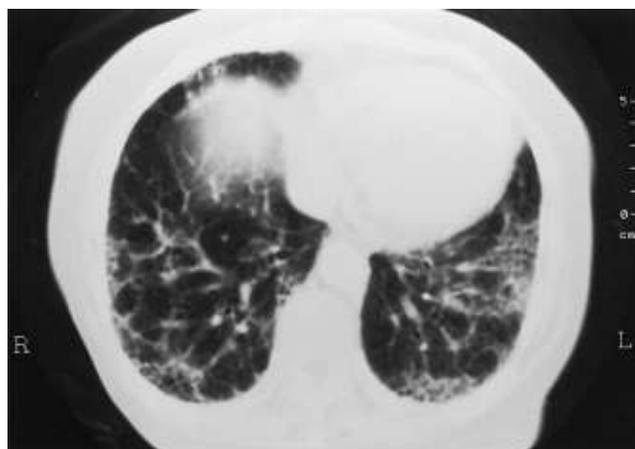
Fibrotic change of bilateral lower lung lobes in chest CT on admission
